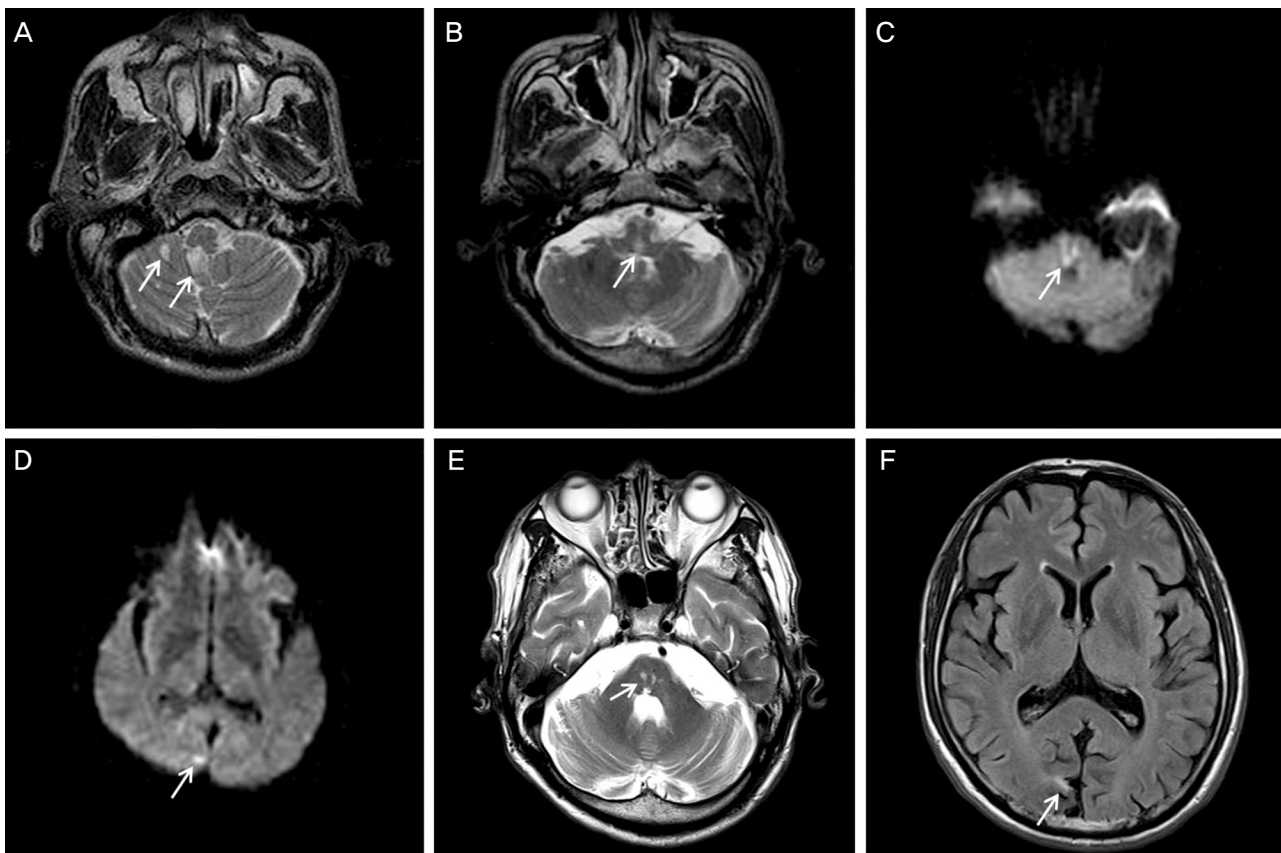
T2-weighted axial brain magnetic resonance imaging (MRI) demonstrated high signal intensities of the right cerebellum (arrows) (A), and medulla oblongata (arrow) (B) 9 years before presentation. Axial diffusion MRI also showed high signal intensities of pons (arrow) (C), and the right occipital lobe (arrow) (D) at the same time. One year after presentation, axial MRI showed persistent lesion of the pons obtained on T2-weighted image (arrow) (E) and that of the occipital lobe obtained on flair image (arrow) (F) without significant interval change.
